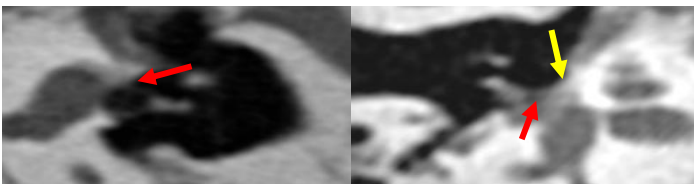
Imagen axial de TC (A) que muestra un foco lítico de otospongiosis (flecha).
